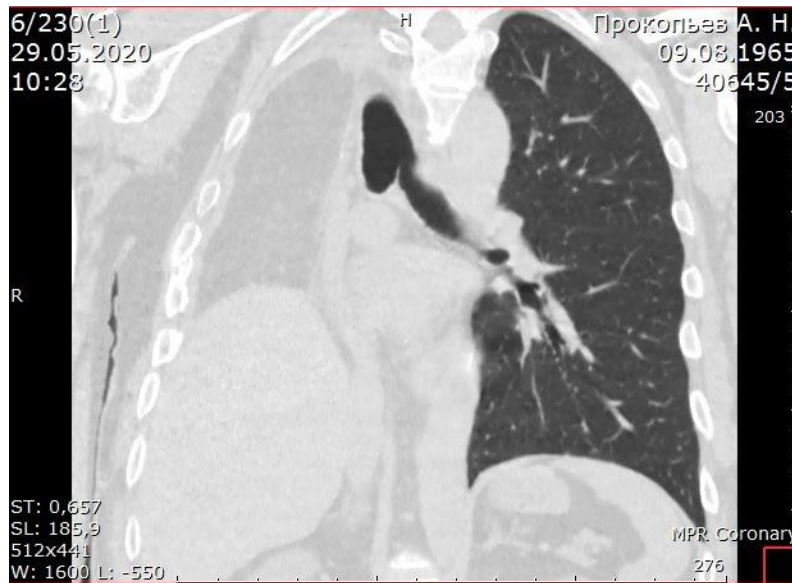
КТ органов грудной клетки в прямой проекции.
